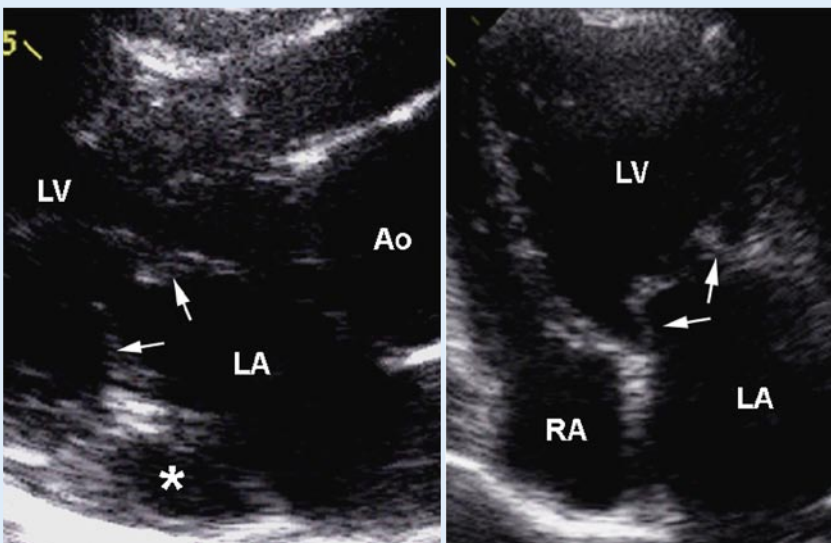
▲ Mitralklappe (transthorakale Echokardiographie; linkes Bild middiastolisches
